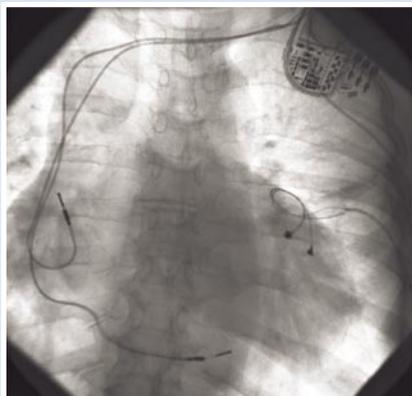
Рентгенограмма окончательной позиции эндокардиальных и эпикардиального электродов, передне-задняя проекция
